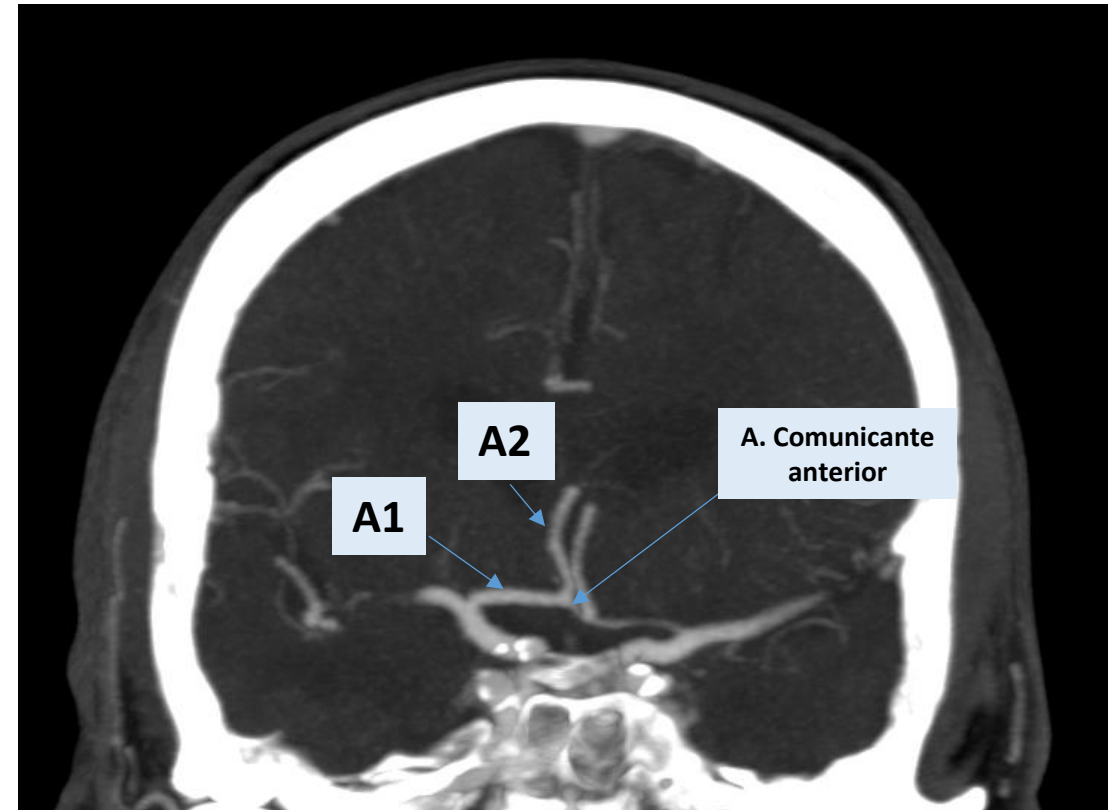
(Angio TC cerebral): polígono de Willis
